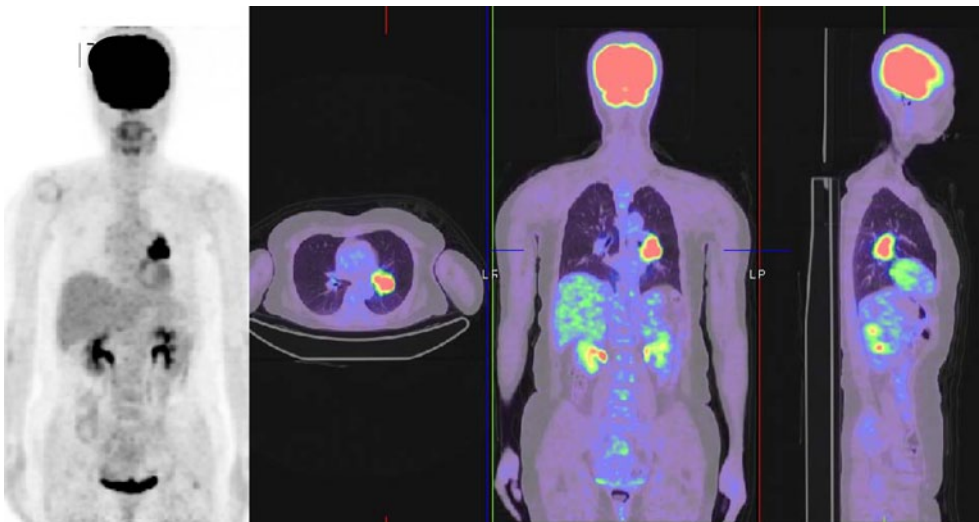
PET-CT shows the acceleration of glucose uptake only in the left hilum tumor.
